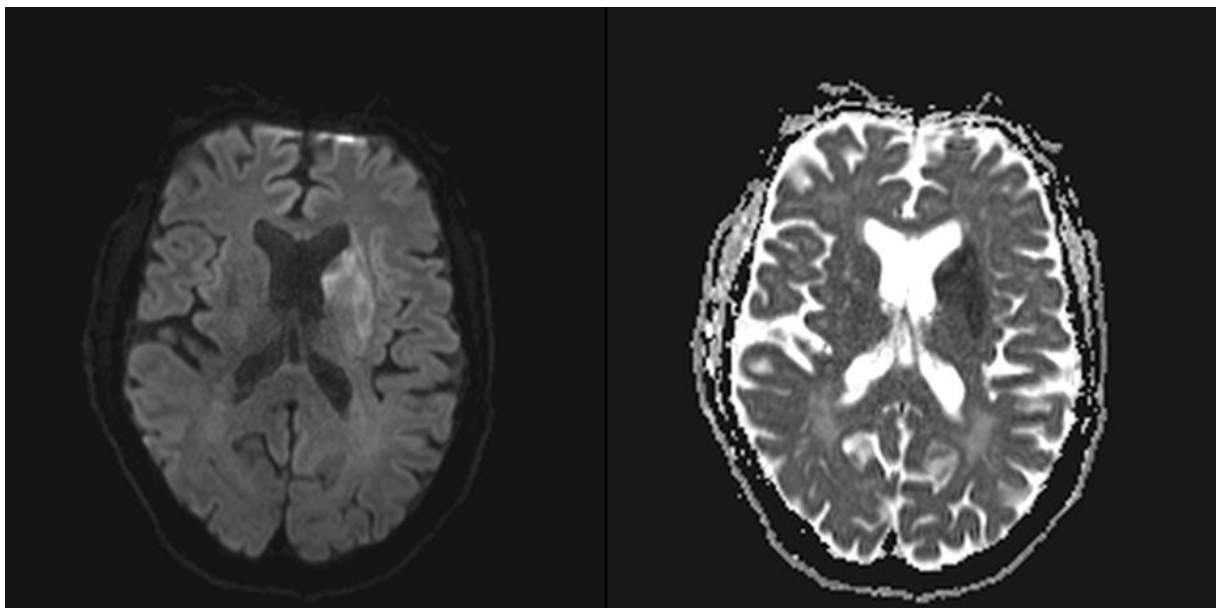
DWI links und ADC-Karte rechts: Der striatale Infarkt links stellt sich in der DWI hyperintens, in der ADC hypointens dar.
